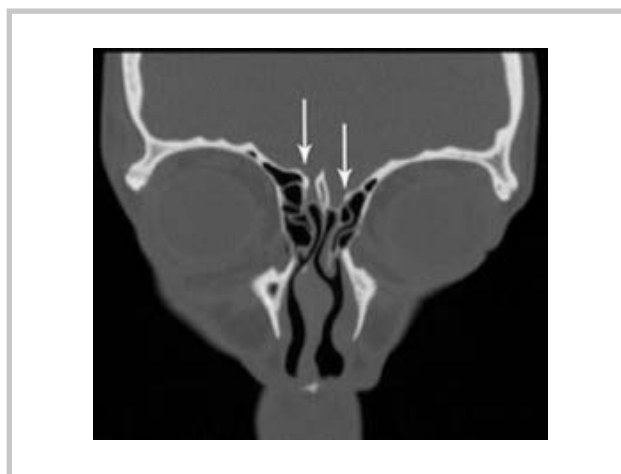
Строение обонятельной ямки. КТ, коронарная проекция.
